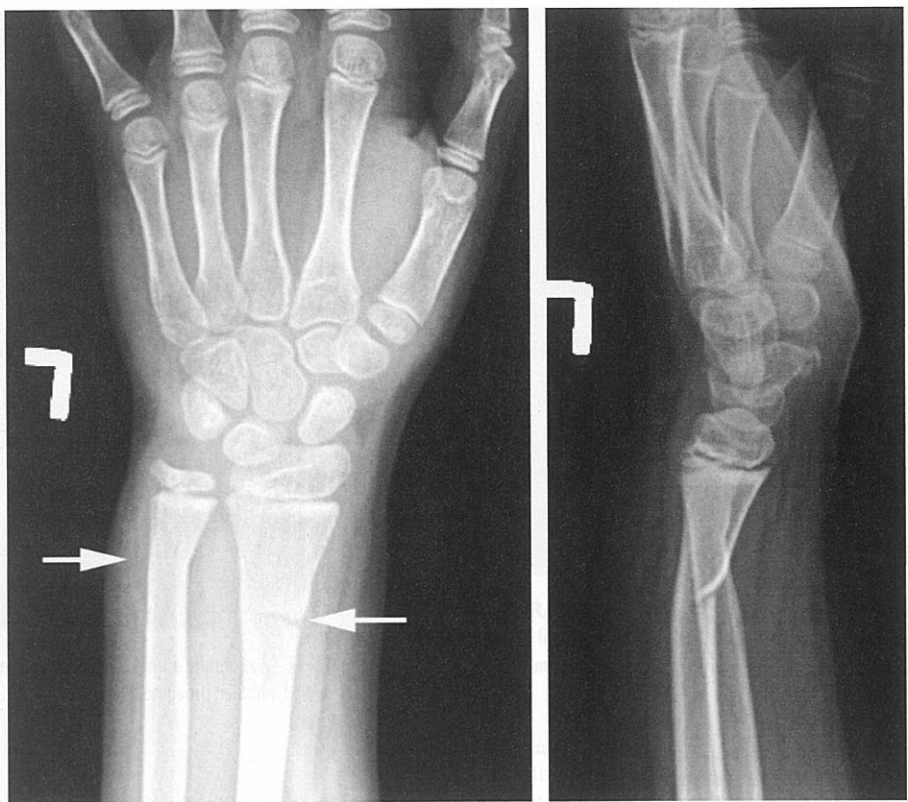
Radiografie cu incidență anteroposterioară și laterală ce arată fracturi în lemn verde ale radiusului distal și ulnei la copil. [Reprodusă cu permisiunea Sherman SC: *Simon's Emergency Orthopedics*, ediția a VII-a. ©2015, McGraw-Hill, New York. Fig 13-15.]
